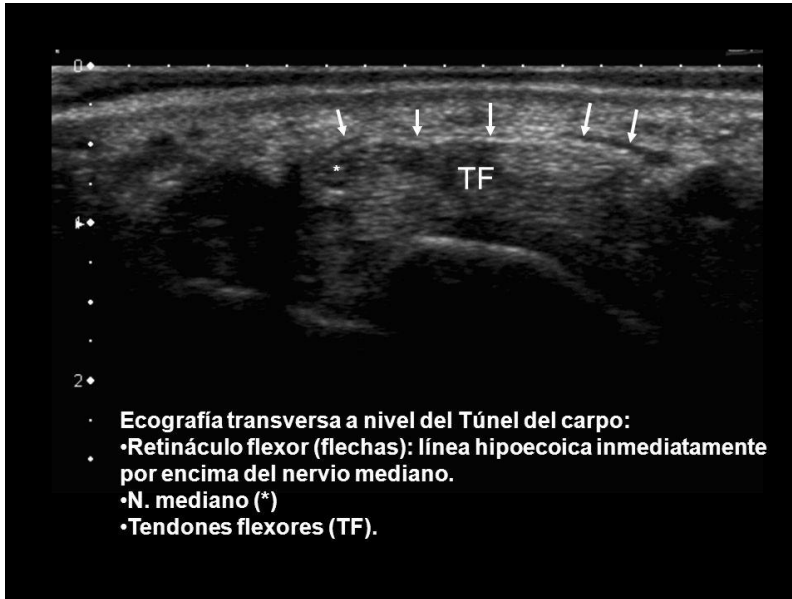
Ultrasonido a nivel del túnel del carpo¹⁸
